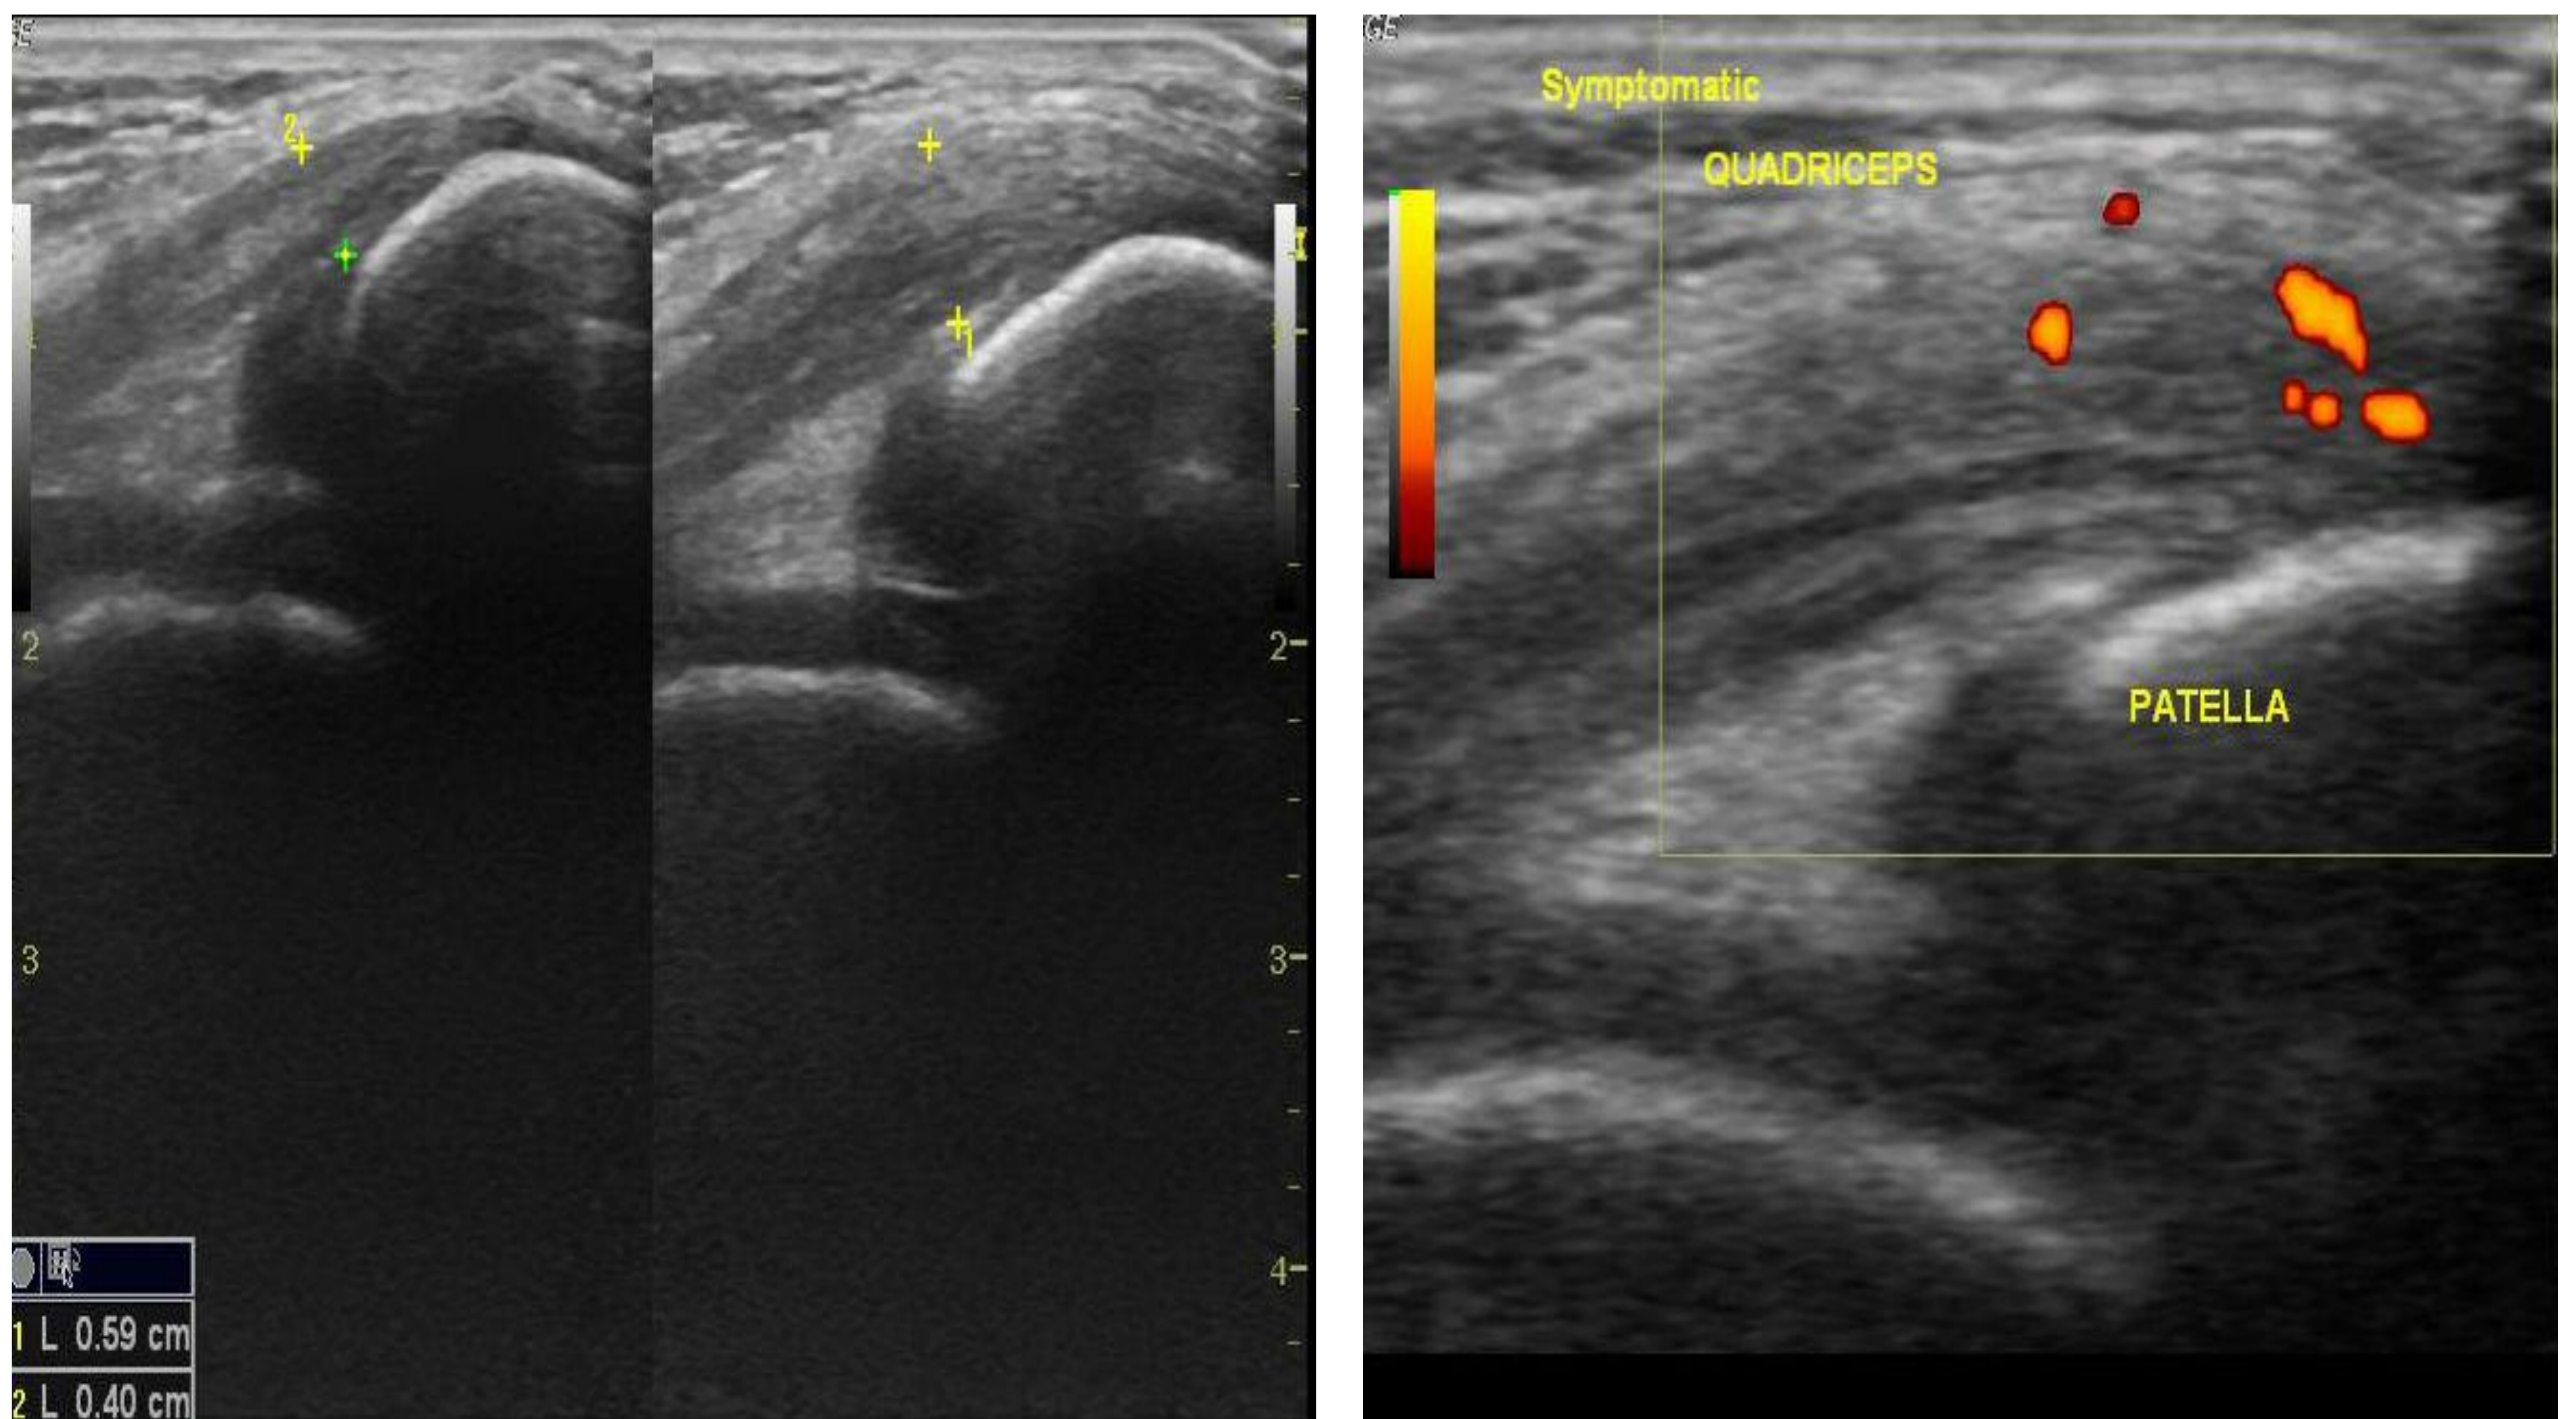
Ecografía de comparación del tendón asintomático (grosor normal) y el tendón sintomático (más grueso, más hipoecoico y muestra señales de flujo Doppler de potencia).
